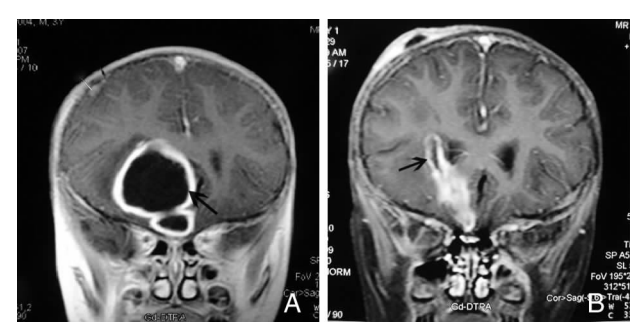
头部MRI平扫加强化扫描图 A:3岁男性患儿术前T<sub>1</sub>W冠状面增强扫描示右额叶深部约5 cm×4 cm×4 cm双房脑脓肿,脓腔内可见脓肿分隔(箭头所示)。B:该患儿术后第3天,T<sub>1</sub>W冠状面增强扫描示右额叶深部脓肿消失,仅存脓肿壁(箭头所示)。
